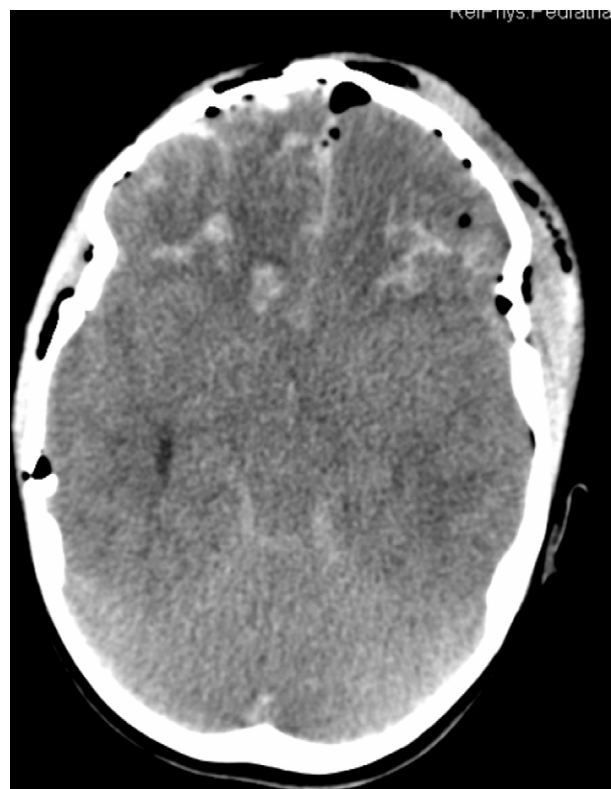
TC craneal al ingreso en la UCIP: en corte coronal se observan estallido craneal con múltiples fracturas, contusión hemorrágica frontal bilateral y hemorragia ventricular y subaracnoidea traumáticas.
